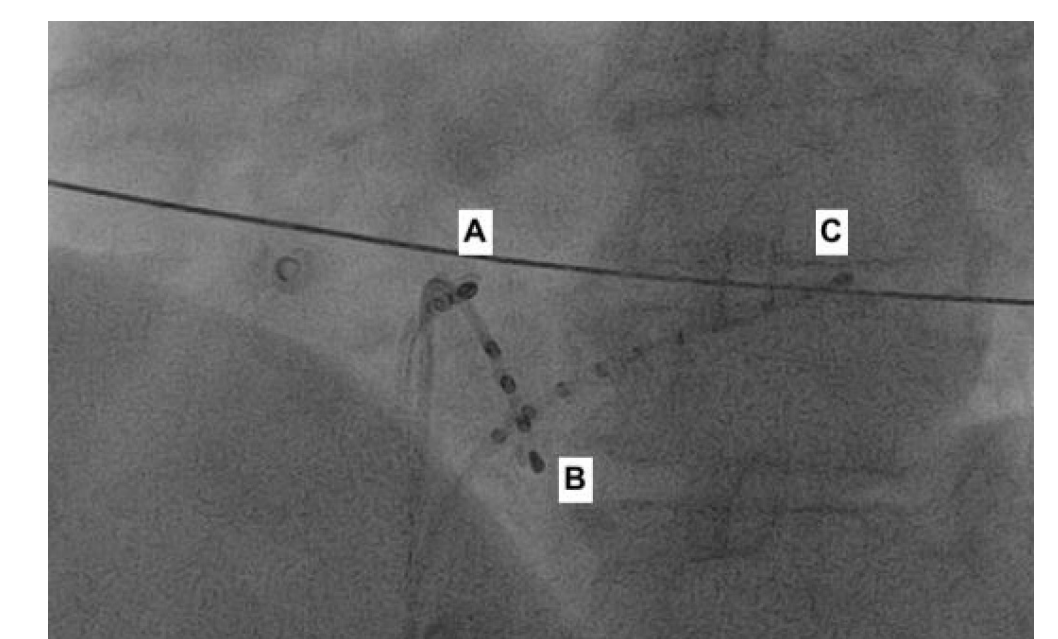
Röntgenansicht der intrakardialen Katheter (LAO-Projektion 30°). A) Ablationskatheter in HIS-Position, B) Rechtsventrikulärer Stimulationskatheter, C) Koronarvenensinuskatheter mit Multipurposekatheter.
